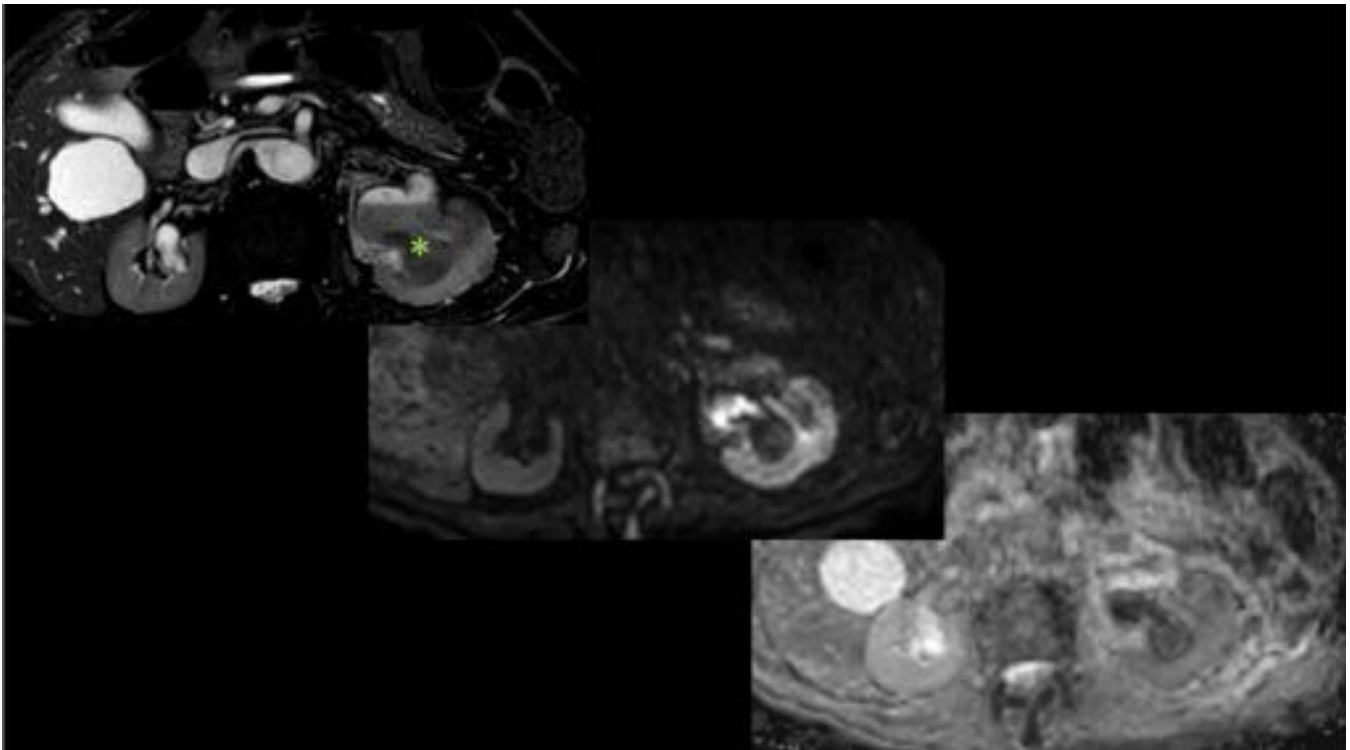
Dilatación de vía excretora renal izquierda. A: imagen de RM EG T2 balance que muestra hidronefrosis izquierda (asterisco) con nivel líquido-líquido que condiciona alteración de la difusión del agua en parénquima renal con aumento de señal en difusión b 1000 (B) y disminución de ADC (C).
